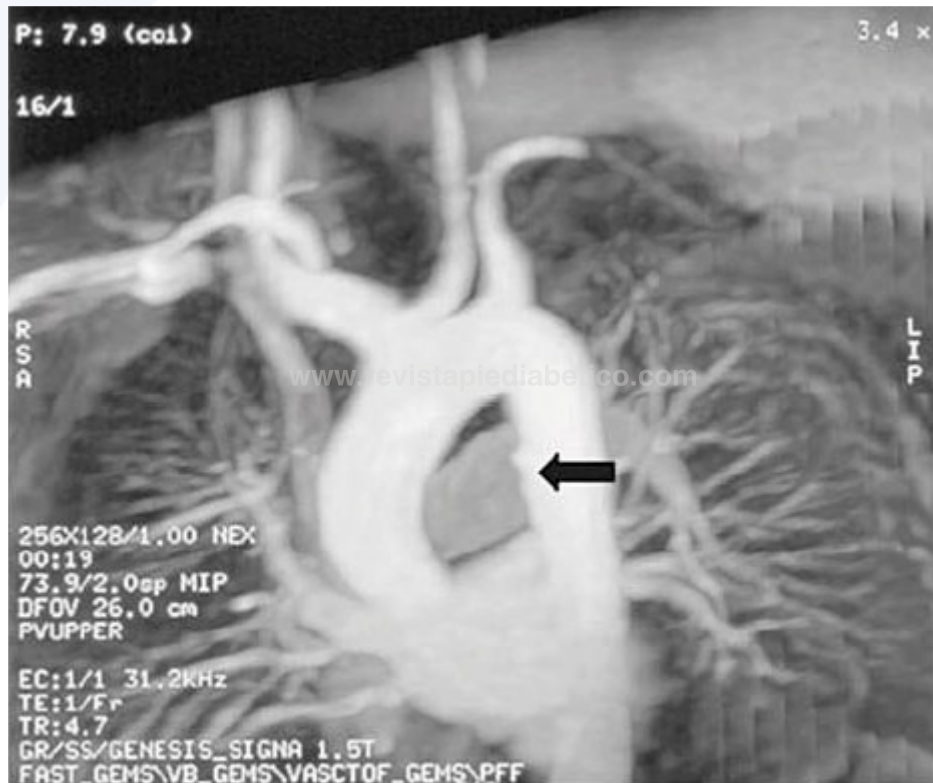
Resonancia magnética en la que se aprecia una placa arteriosclerótica ulcerada a nivel de la aorta descendente (flecha).
